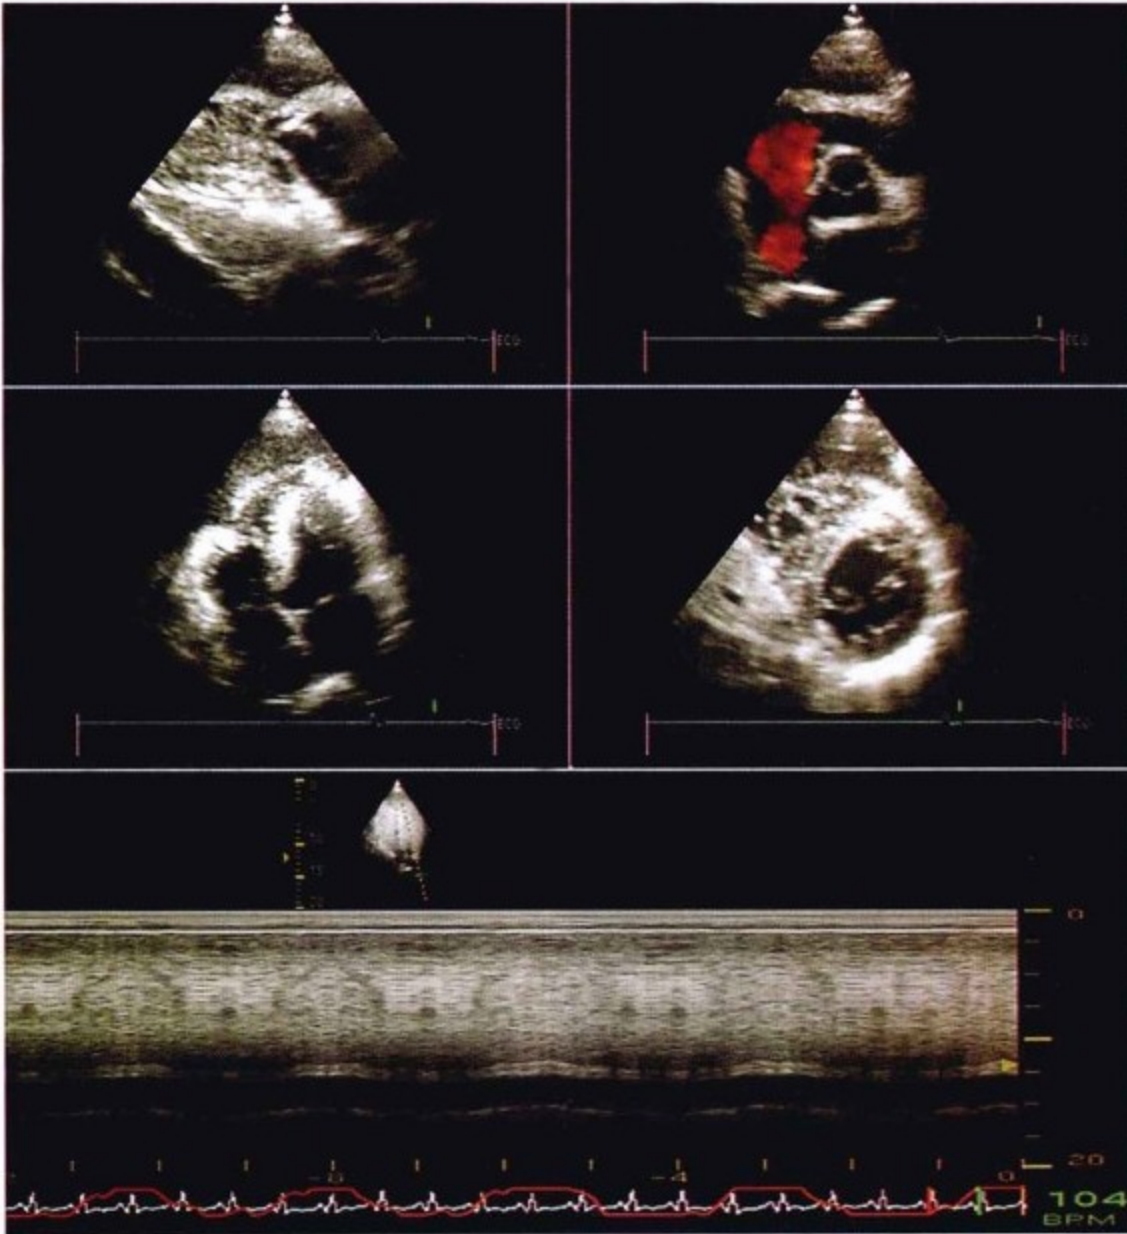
经胸超声心动图。在右室流入道切面观察最好(上图),在右室周围有一巨大软组织肿物,右室腔变小,右室远端心腔消失。心包不能显示。左中图,四腔心切面示心尖周围软组织呈树皮状增厚。右中图,短轴位示右室前壁软组织肿物。下图:下腔静脉扩张,不随呼吸扩张,提示中心静脉压升高。
